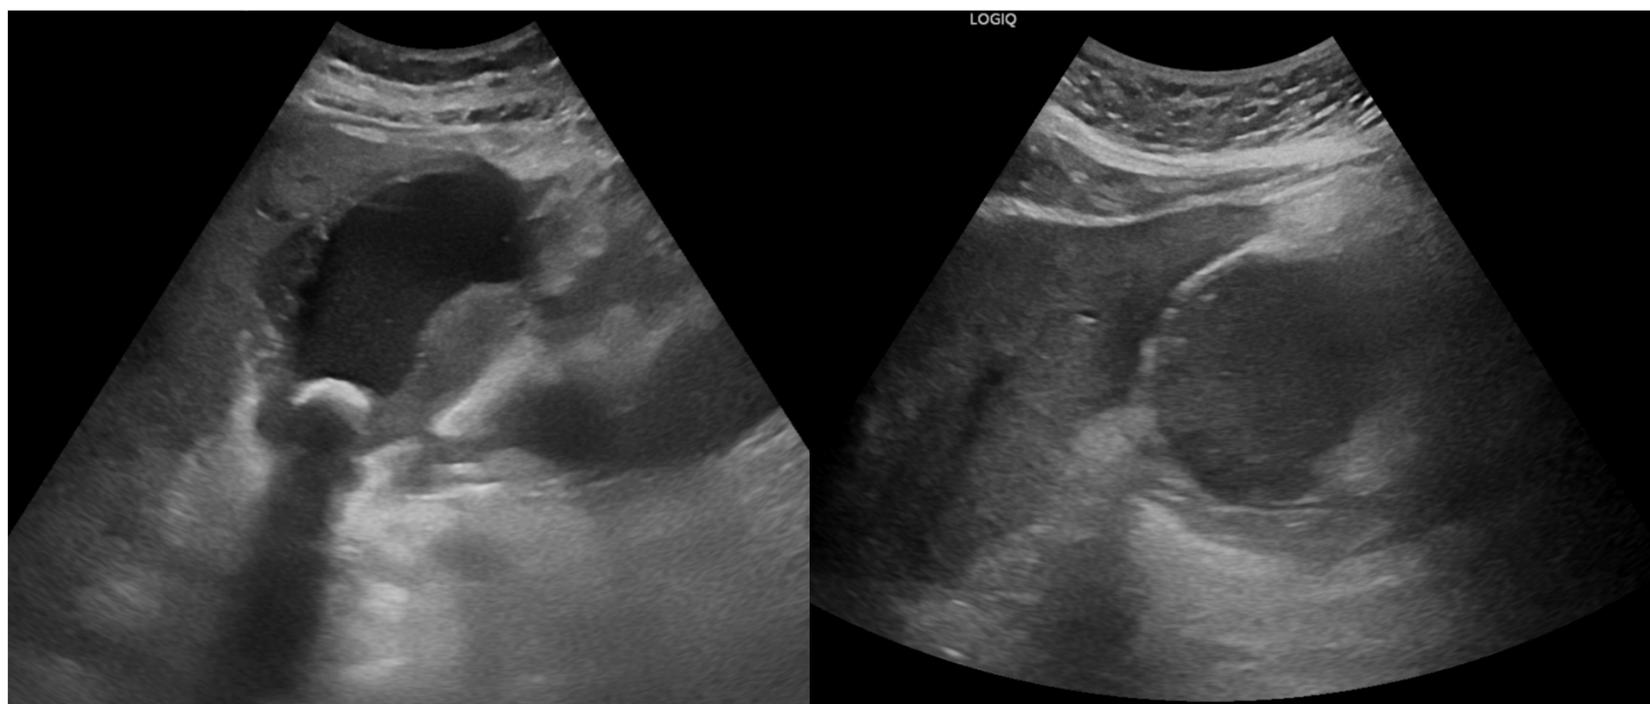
Ecografía abdominal. Vesícula dilatada (13 x 6,5 cm), con colelitiasis en infundíbulo (imagen hiperecogénica con sombra acústica, de 25 mm) y marcado engrosamiento difuso de pared vesicular (espesor de hasta 20 mm), hallazgos compatibles con colecistitis aguda. Asocia banda hipoeecogénica en el parénquima hepático del lecho vesicular, cambios inflamatorios en planos grasos perivesiculares y voluminosa colección subhepática izquierda adyacente a fundus vesicular (lobulada, de 10 x 7 cm, con contenido ecogénico) sugestiva de absceso.
